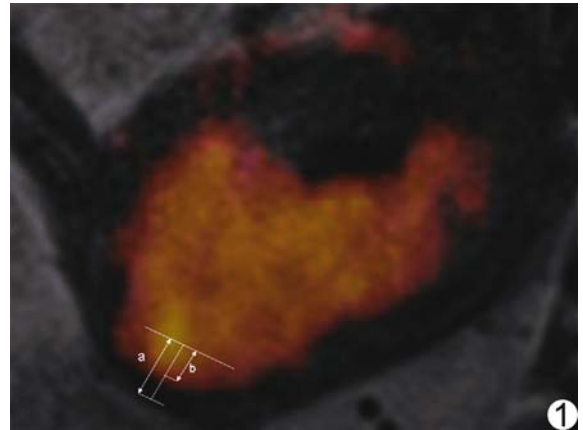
子宫内膜癌 T2WI-DWI 融合图像 (a: 子宫肌层厚度; b: 肿瘤浸润深度)
